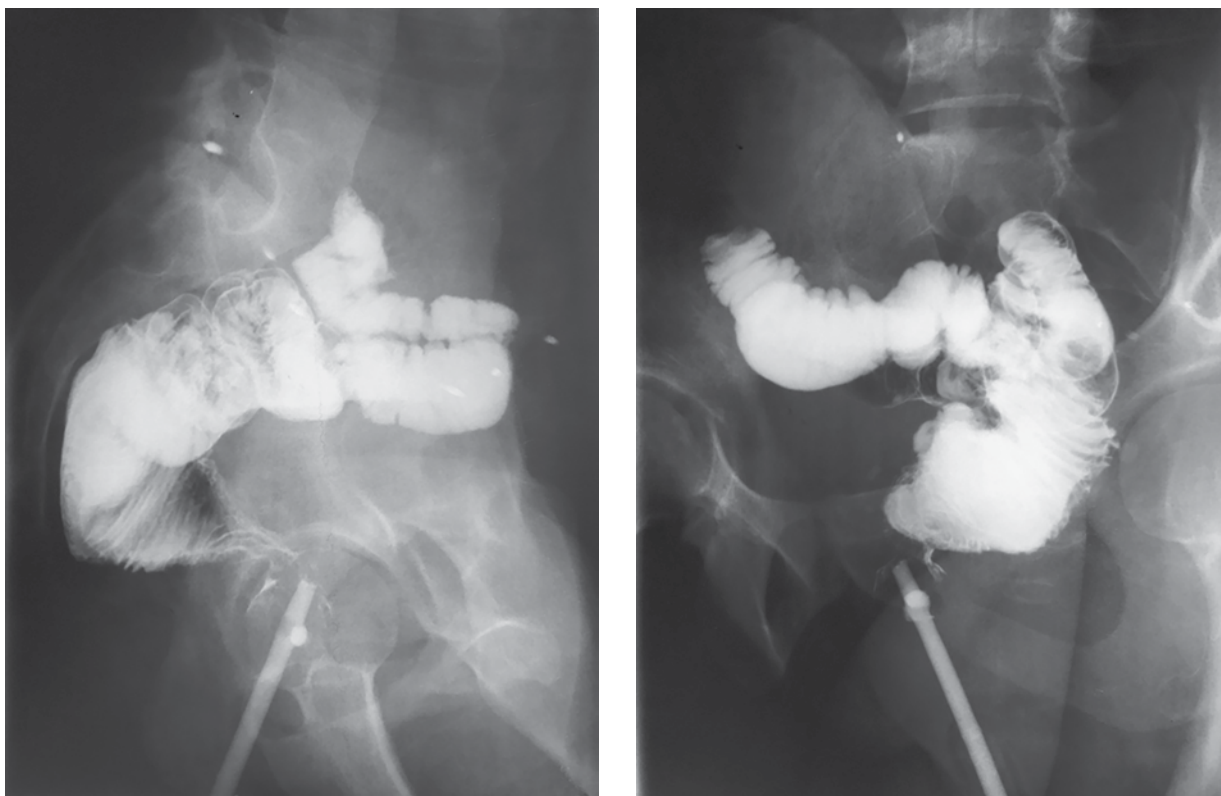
Рентгенографическое исследование тонкокишечного резервуара.
